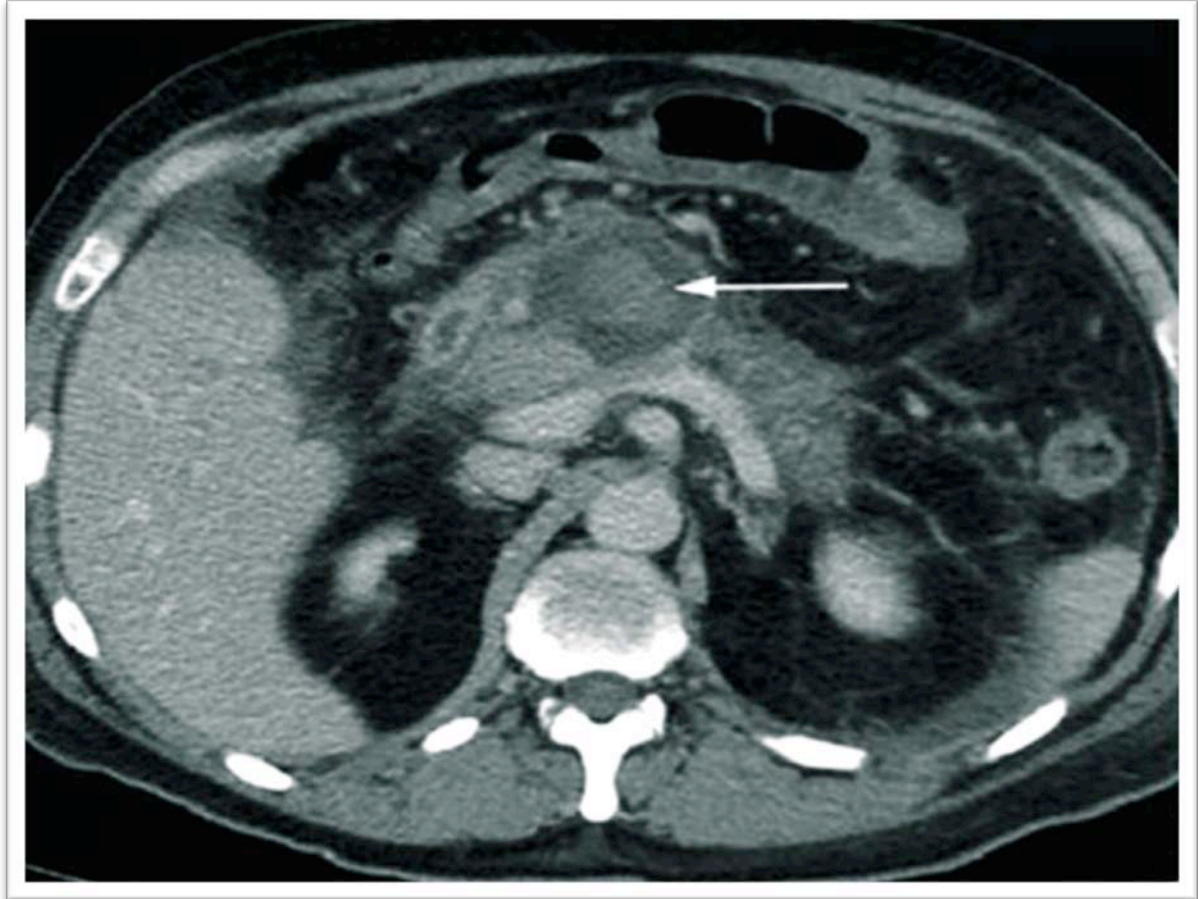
TDM abdominale objectivant une masse kystique contenant une aire d'hyperdensité spontanée très en faveur d'une hémorragie récente [55].
